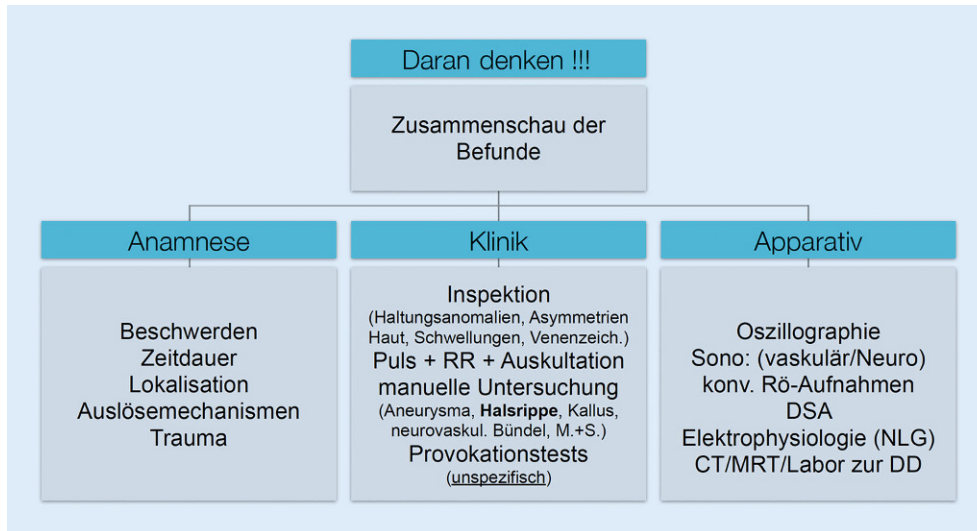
▲ Übersicht der diagnostischen Verfahren (RR Blutdruck nach Riva-Rocci, M.+S. Motorik und Sensibilität, Röntgen, DSA digitale Subtraktionsangiographie, NLG Nervenleitgeschwindigkeit, CT Computertomographie, MRT Magnetresonanztomographie, DD Differenzialdiagnose)
